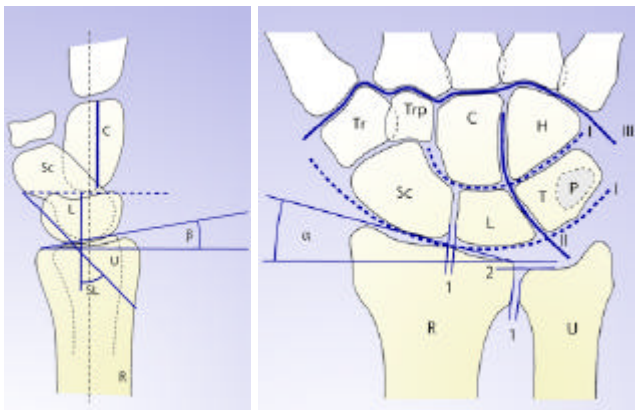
Röntgenbild des Handgelenks im pa (li) und lateralen Strahlengang [87]
